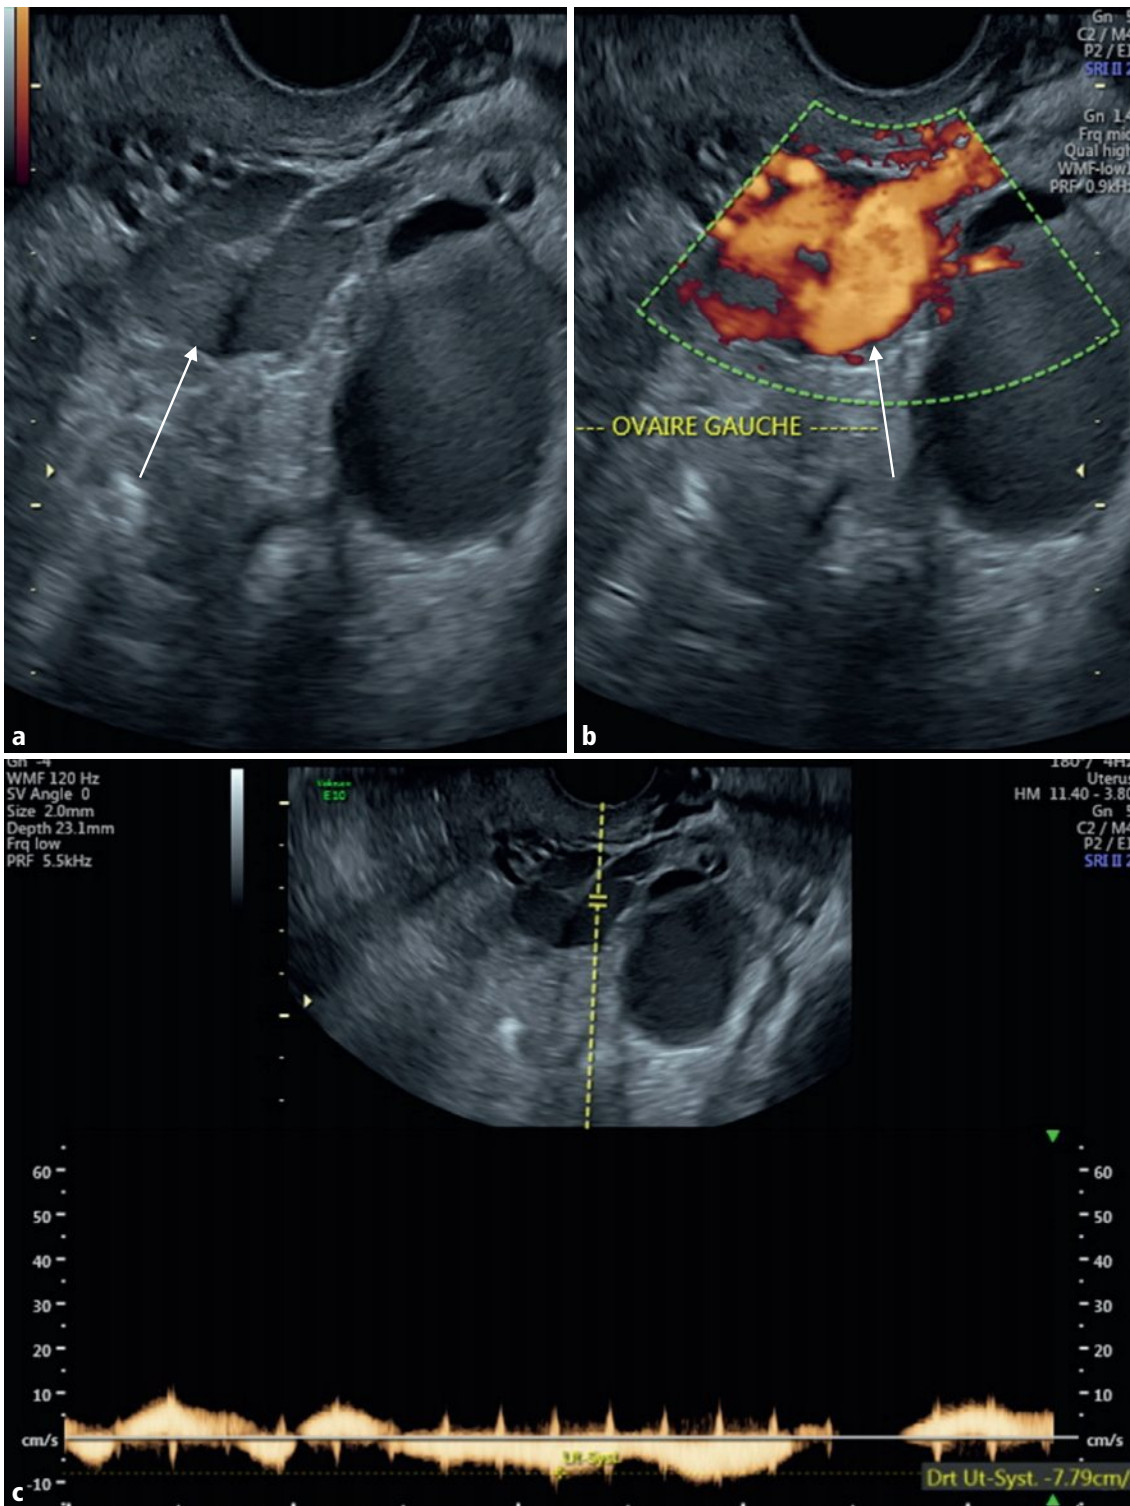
a-c Coupe annexielle gauche en mode B (a), Doppler couleur (c) et Doppler pulsé chez une patiente suivie pour endométriose responsable d'une infertilité primaire : structure tubulée à contenu échogène suggérant un hydrosalpinx voire un hématosalpinx, attenante à un endométriome ovarien, en mode B (flèche en a), mais l'étude en Doppler énergie (flèche en b) et pulsé (c) permet d'affirmer qu'il s'agit d'un varicocèle.
